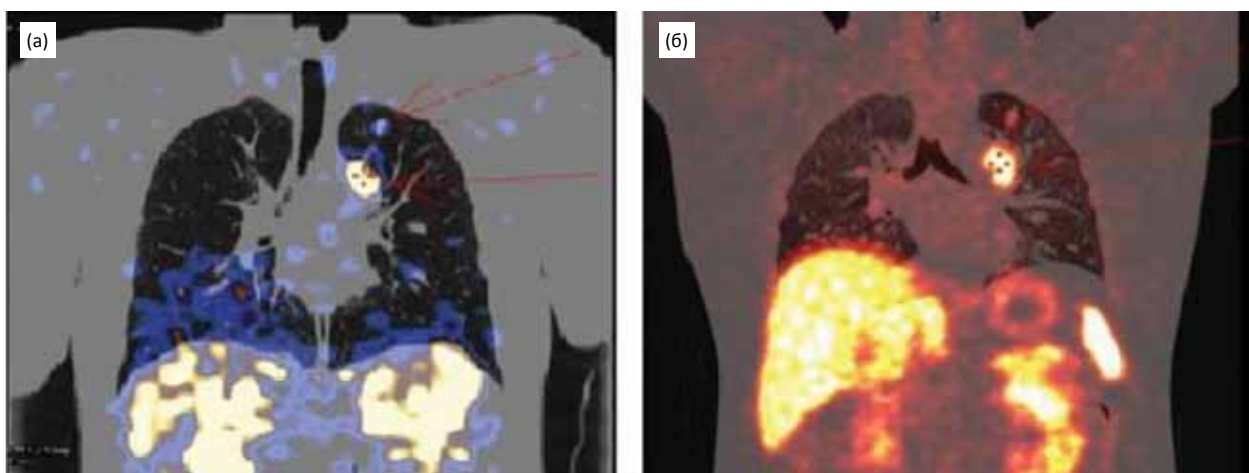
НЭО легкого с метастазом в лимфатический узел, (а) — ОФЭКТ/КТ с ^{99m}Tc-тектротидом; (б) — ПЭТ/КТ с ⁶⁸Ga-DOTA-TATE; рецидив после первичного хирургического лечения
